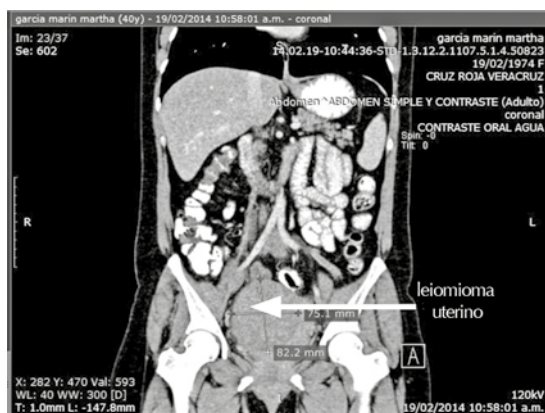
Tomografía computada con administración de medio de contraste oral, endovenoso, en reconstrucción coronal en la que se midió el mioma en el istmo y cuello uterino.
